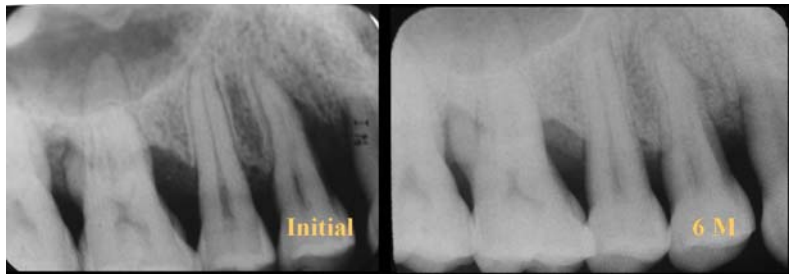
Radiographic comparison between initial and 6month later
